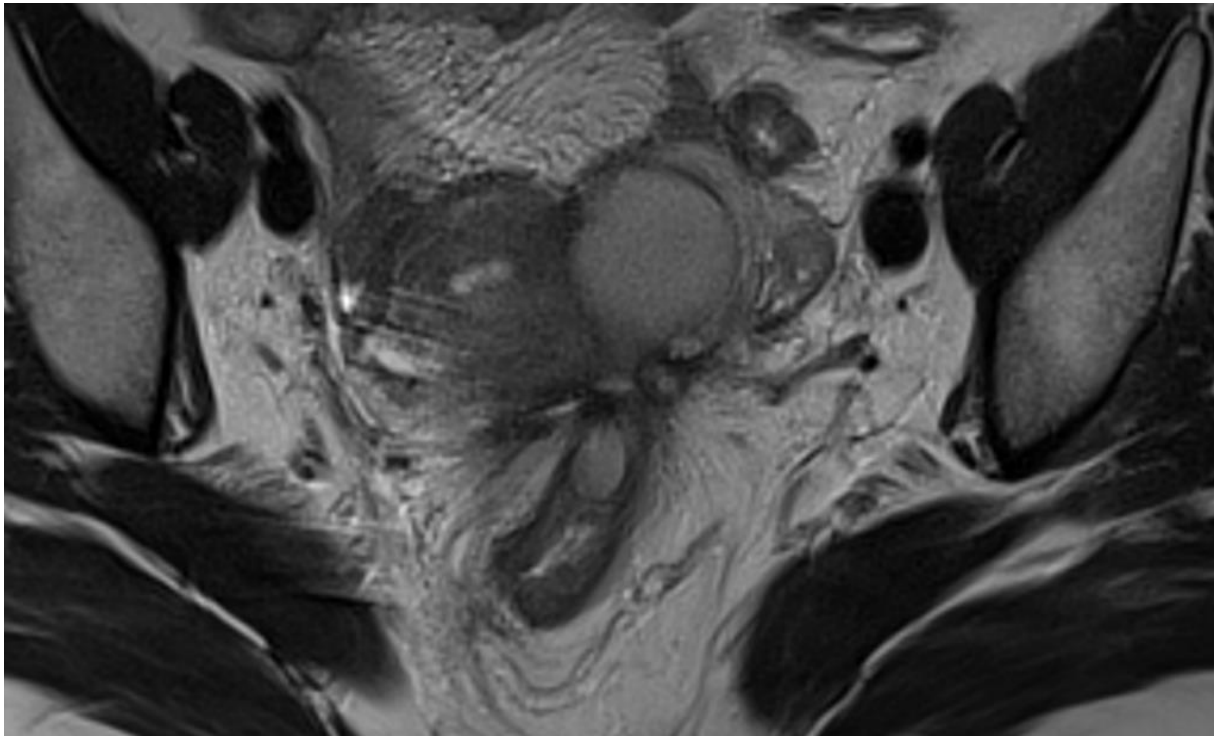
Même patiente, IRM séquence axiale T2 : correspondance des lésions, en hypersignal modéré (shading).
